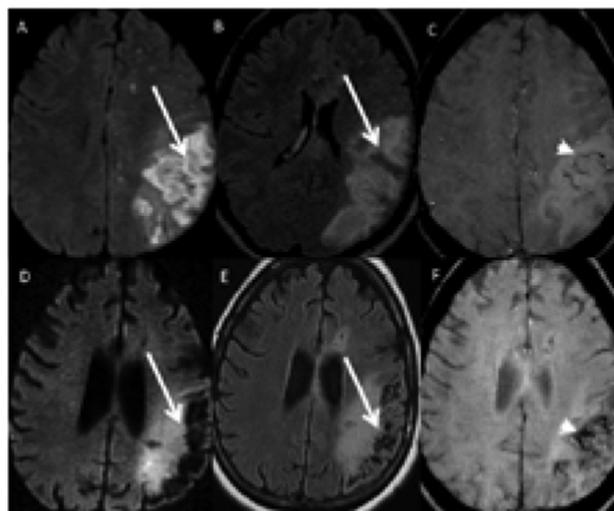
A, B, C : IRM cérébrale à J7, hypersignal sous-cortical en DWI et FLAIR (A et B, flèches), hyposignal extra-axial en SWI (C, flèche). C, D, E : IRM cérébrale à J21, cavitation des lésions parenchymateuses (C et D), persistance de l'hyposignal extra-axial (E).
